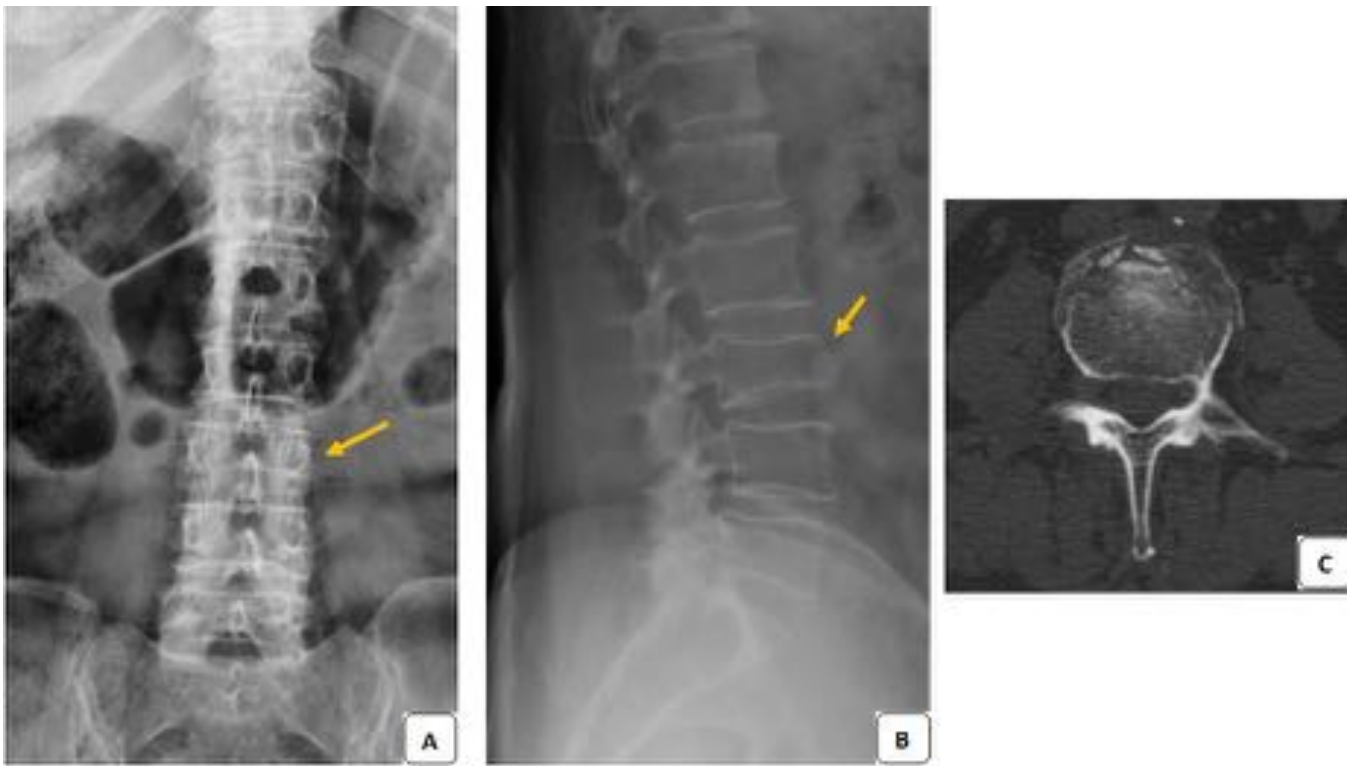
Radiografía simple de columna lumbar AP (A), lateral (B), TC (C). Fractura por compresión aguda del cuerpo vertebral de L3. En la radiografía simple se aprecia una disminución de la altura del cuerpo vertebral de L3 tanto en la proyección AP como en la lateral (flechas). En TC se ve trazo de fractura agudo del cuerpo vertebral de L3.
